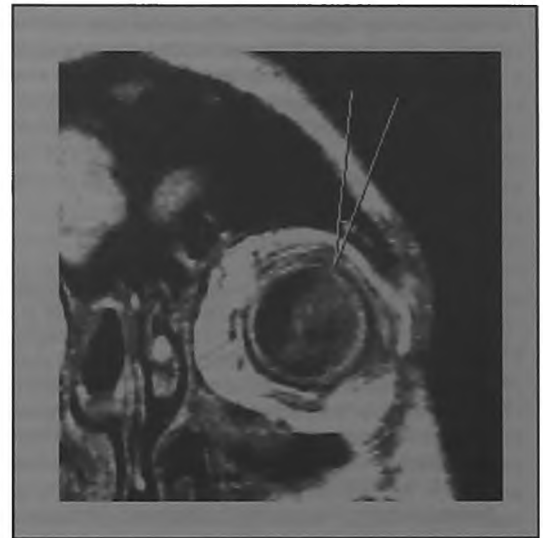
МРТ: дефект склеры при СРС (показан стрелкой)
